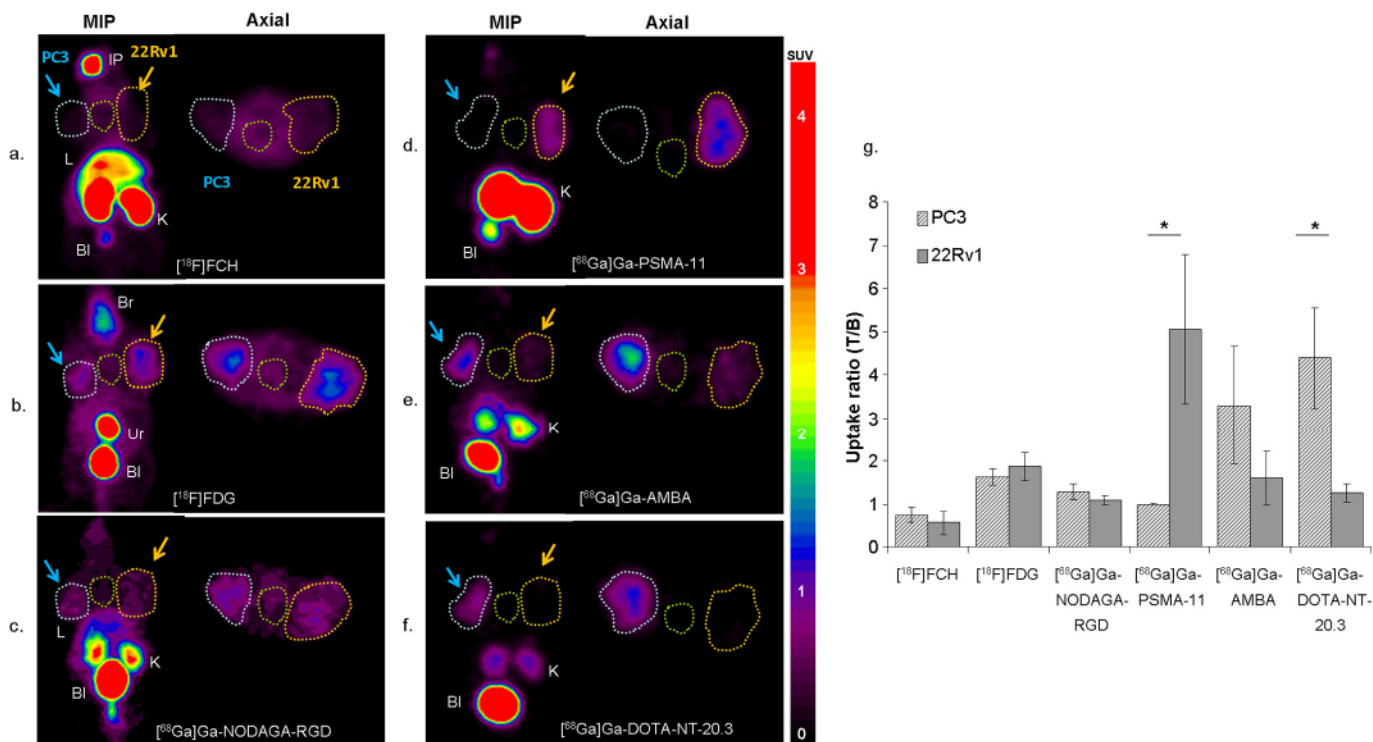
MIP and axial in vivo PET imaging obtained 20 min after injection of $[^{18}\text{F}]\text{FCH}$ (a), 1 h after injection of $[^{18}\text{F}]\text{FDG}$ (b) and 45 min after injection of $[^{68}\text{Ga}]\text{Ga-NODAGA-RGD}$ (c), $[^{68}\text{Ga}]\text{Ga-PSMA-11}$ (d), $[^{68}\text{Ga}]\text{Ga-AMBA}$ (e) and $[^{68}\text{Ga}]\text{Ga-DOTA-NT-20.3}$ (f) in a PC-3 (blue arrow and blue dotted circle) and 22Rv1 (yellow arrow and yellow dotted circle) tumour bearing model. Background close to the tumour (green dotted circle). The uptake ratio of tumour-to-background (T/B) was summarized (g). Data are mean uptake ratio (T/B) \pm SD ($n = 4$). Note: * = $p < 0.05$. Bl: bladder; K: kidney; L: liver; Ur: urinary contamination; IP: injection point.
